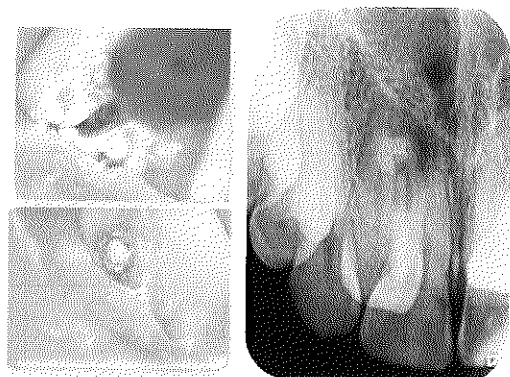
Fotografía clínica y radiografía de obturación
